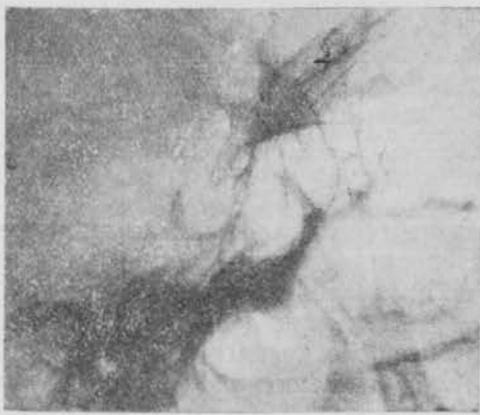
N. P. A. (Caso IV). Radiografía de silla turca.
